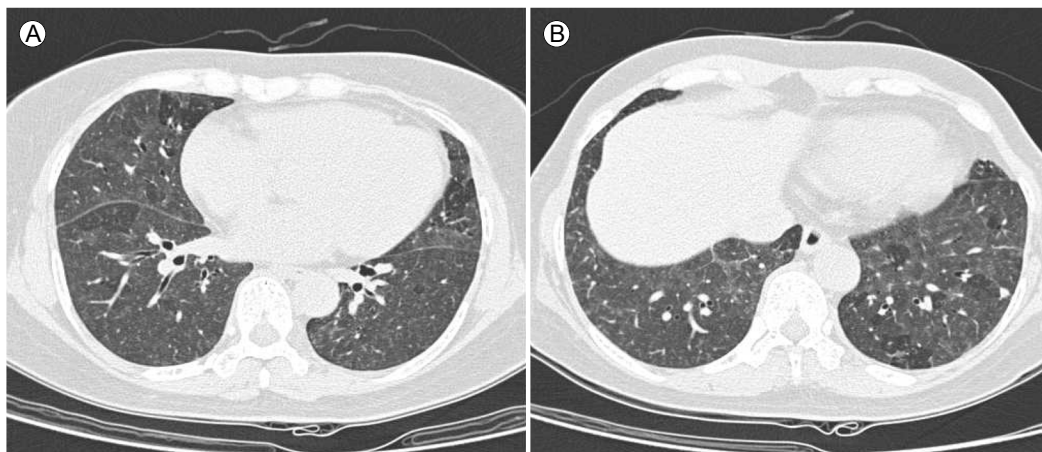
Nonfibrotic hypersensitivity pneumonitis HRCT patterns (A, B). Axial HRCT scans through the lung show diffuse and heterogeneous bilateral ground-glass opacities. Note striking lobular and segmental areas of decreased attenuation and vascularity due to air-trapping. HRCT, high resolution computed tomography.
